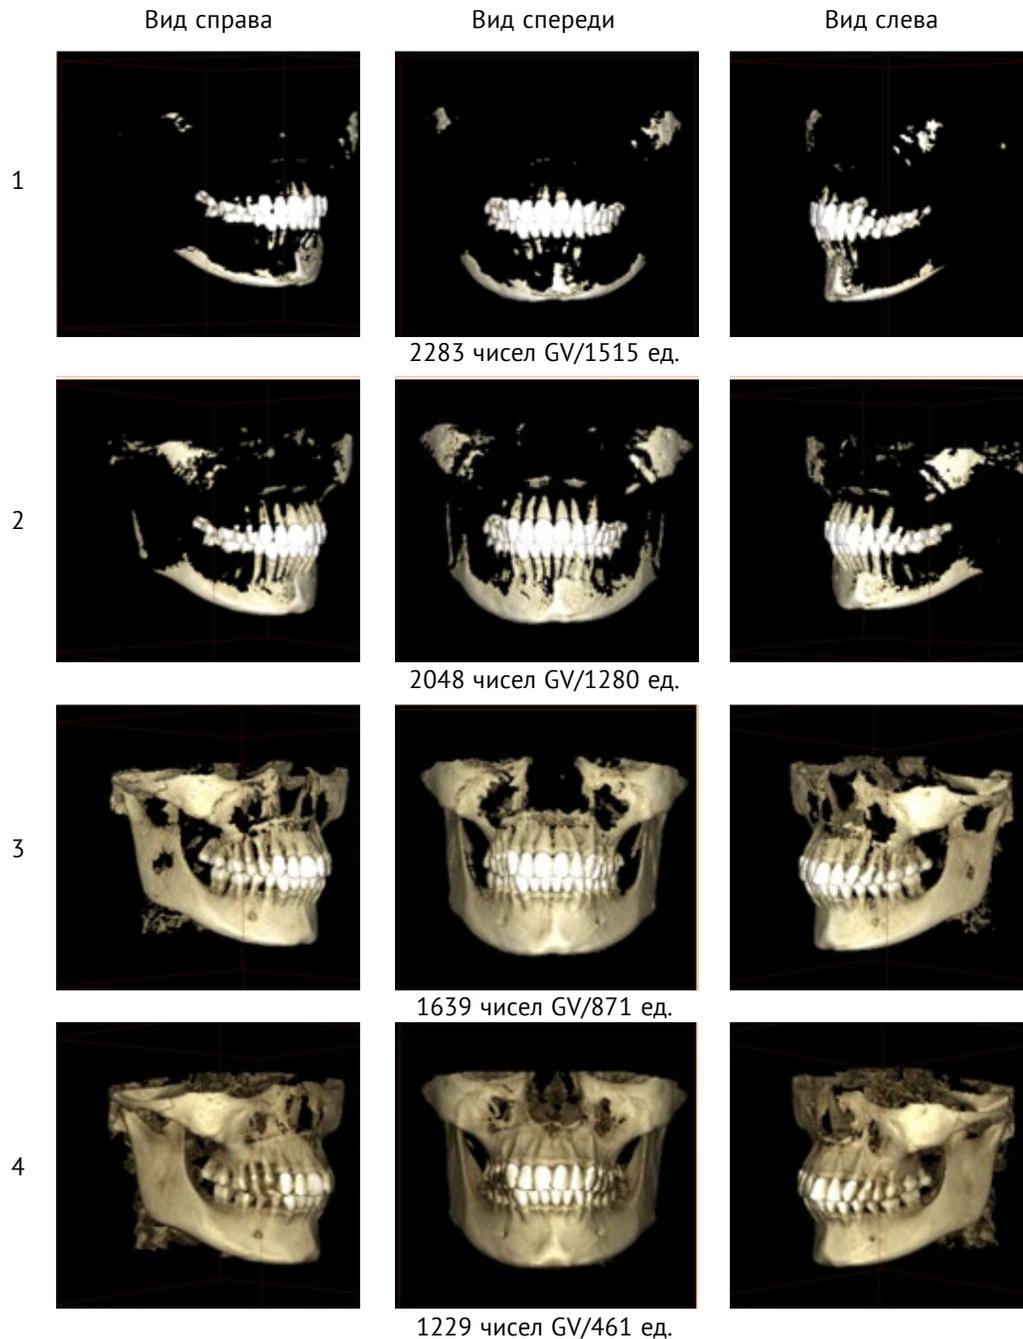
Количественная оценка уровней плотности трабекулярной костной ткани относительно плотности корней зубов на трехмерной реконструкции КЛКТ (Цифровые значения дентальной объемной томографии практически здорового человека)
